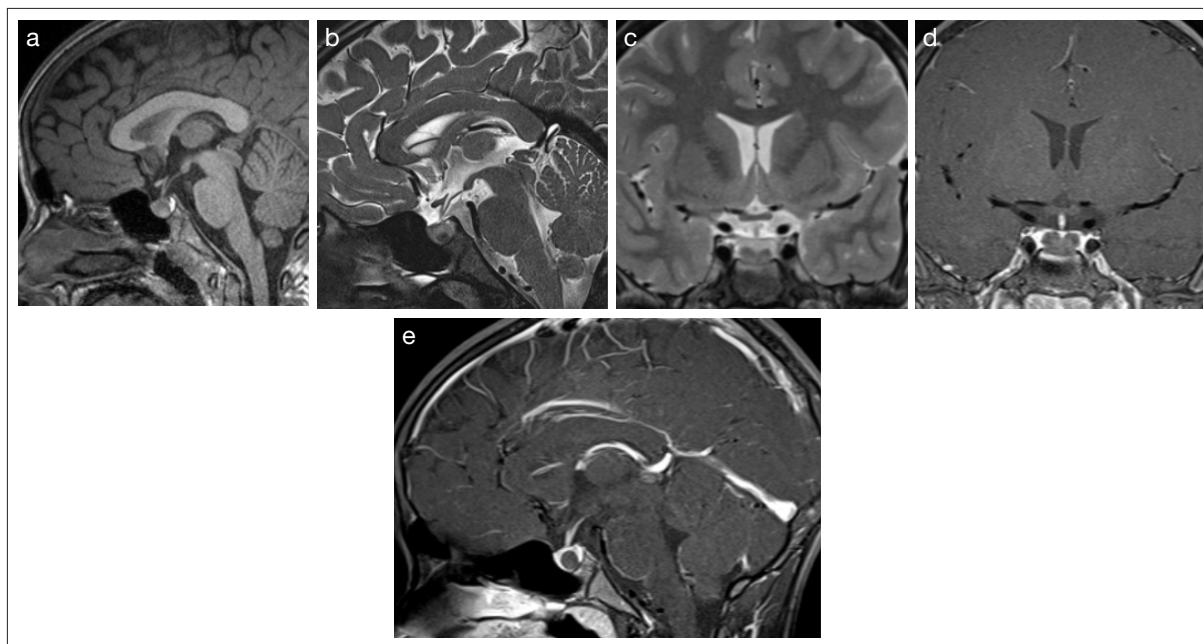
Paciente varón de 13 años con talla baja y déficit de GH. Imágenes de resonancia magnética de 2010, a) sagital en T<sub>1</sub>, b) sagital en T<sub>2</sub>, c) coronal en T<sub>2</sub>, d) coronal en T<sub>1</sub> poscontraste y e) sagital en T<sub>1</sub> poscontraste, que muestran la lesión quística parcialmente hiperintensa en T<sub>1</sub>, hipointensa en T<sub>2</sub>, sin realce tras contraste, compatible con quiste de la *pars intermedia*. No hubo cambios significativos en cinco resonancias magnéticas de seguimiento, la última realizada en 2013.
